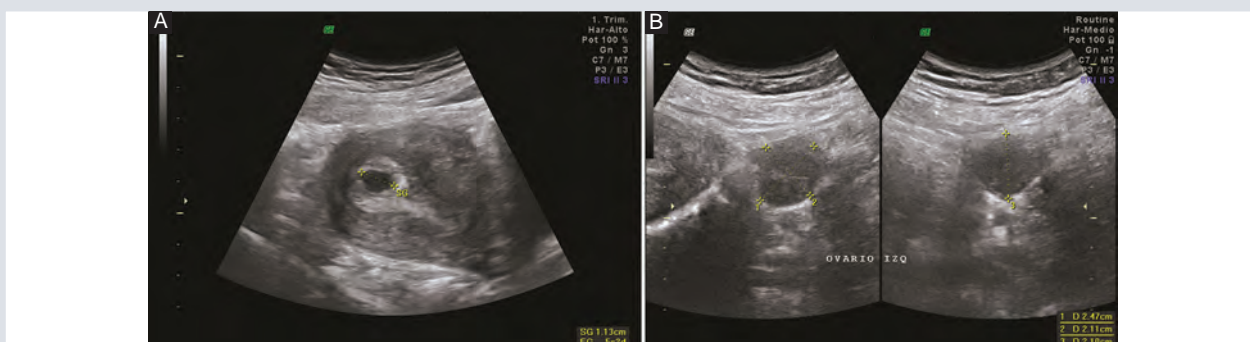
Ultrasonido previo transabdominal donde se observa A: Saco gestacional bien implantado sin poder observar polo embrionario, el saco gestacional mide 1.13 cm que corresponde a un embarazo de 5.2 semanas de gestación. B: Se observan ambos anexos de características normales.
